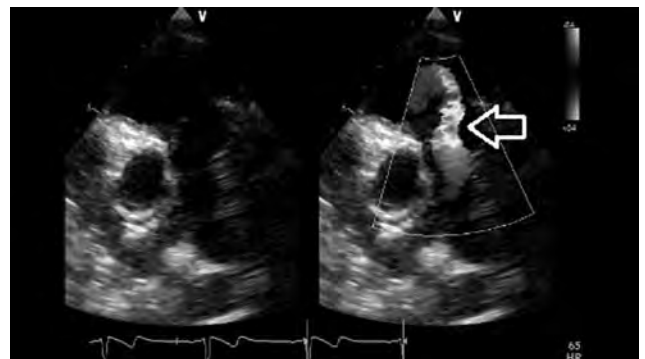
Immagine ecocardiografica di insufficienza polmonare severa (freccia bianca) in un paziente affetto da tetralogia di Fallot. Da notare la larga ampiezza del jet dell'IP all'origine.
